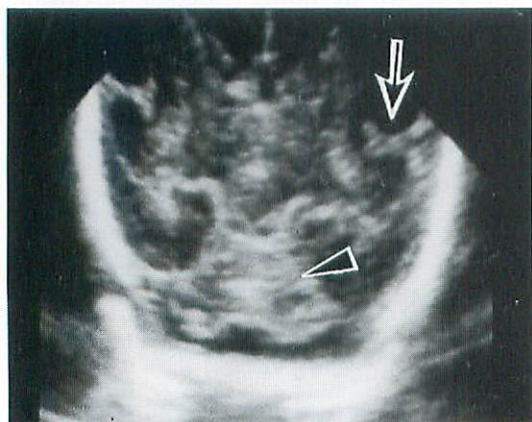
Normal coronal sonographic image of preterm infant (26th week of gestational age)
